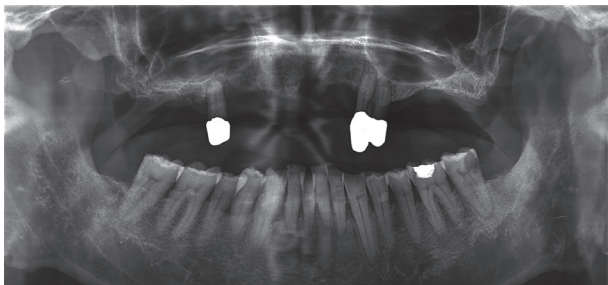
Initial panoramic radiographic evaluation: Severe bone loss on maxillary residual ridge.
